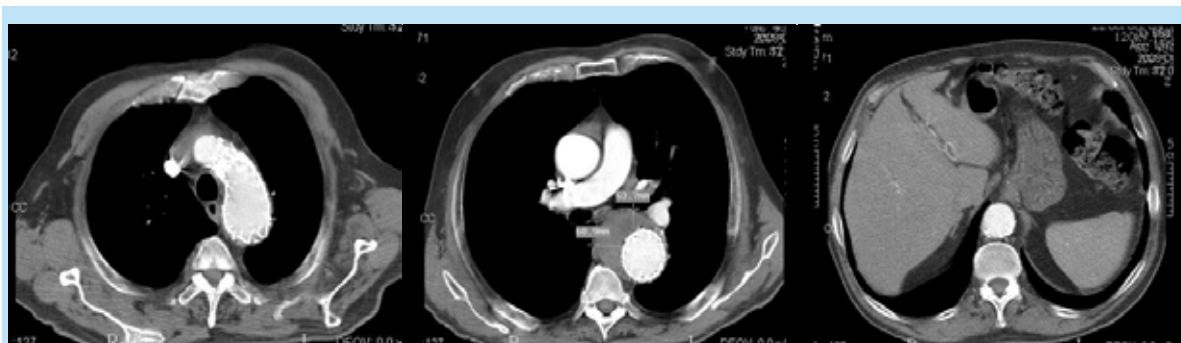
Angio-TAC tóraco-abdominal após 30 dias
